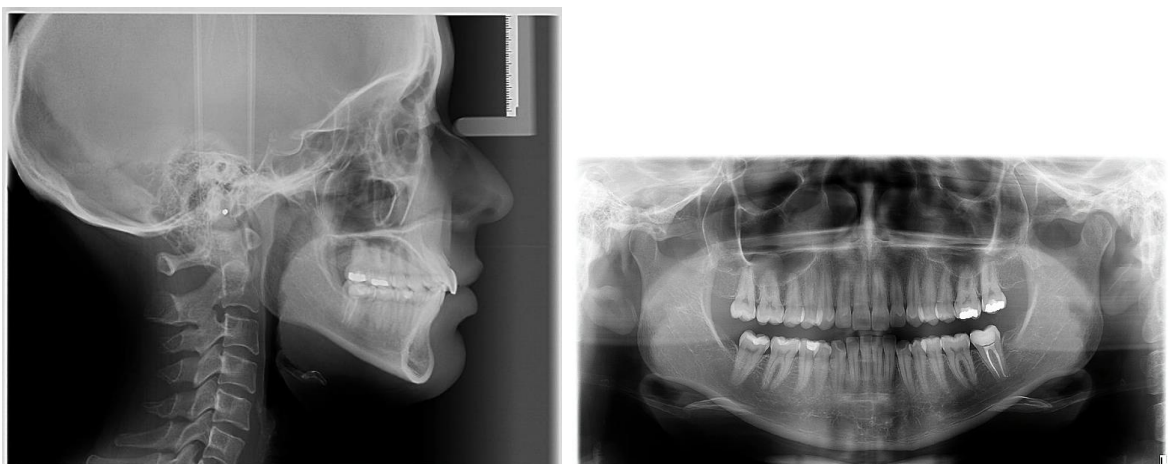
A. Telerradiografia de Perfil ($SNA = 79,14^\circ$, $SNB = 74,61^\circ$, $SN.Gn = 73,25^\circ$, $SNGoMe = 39,85^\circ$, $I.1 = 121,79^\circ$, $I.NA = 25^\circ$, $I-NA = 5,09\text{ mm}$, $I.NB = 28,62^\circ$, $I-NB = 6,15\text{ mm}$, $FMA = 28,66^\circ$, $IMPA = 94,17^\circ$). B. Radiografia panorâmica.
